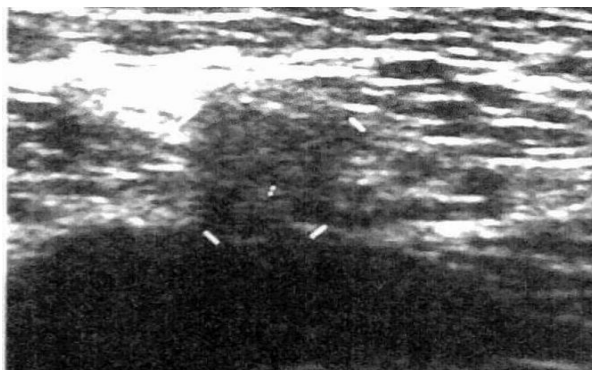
Косая паховая грыжа на УЗИ-грамме
